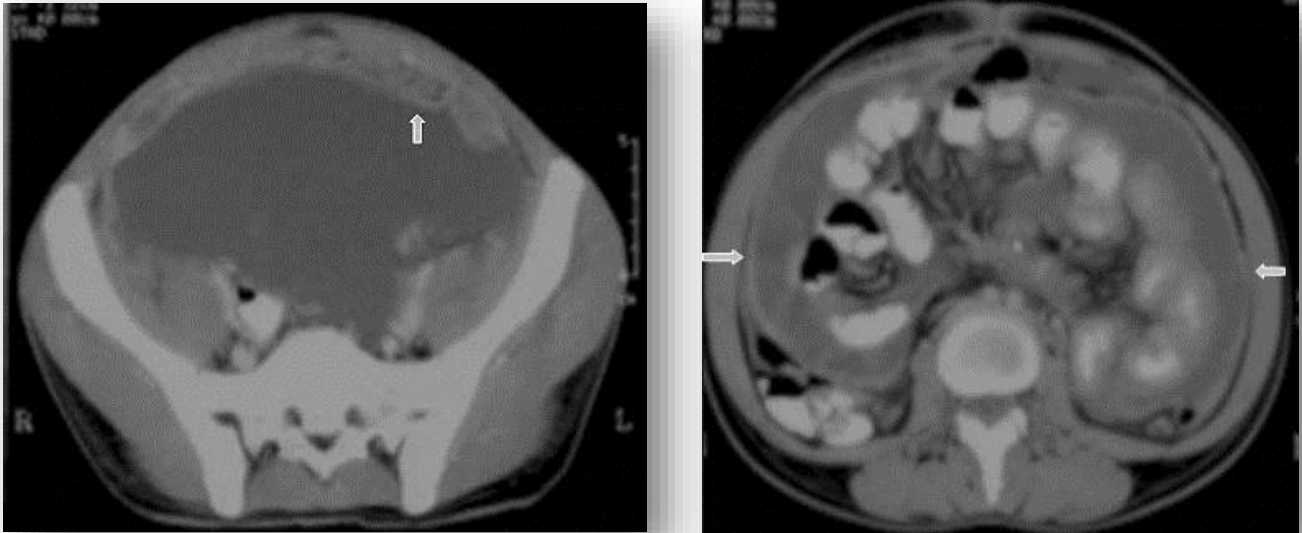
Imagen 11b. Ascitis en tomografía*
